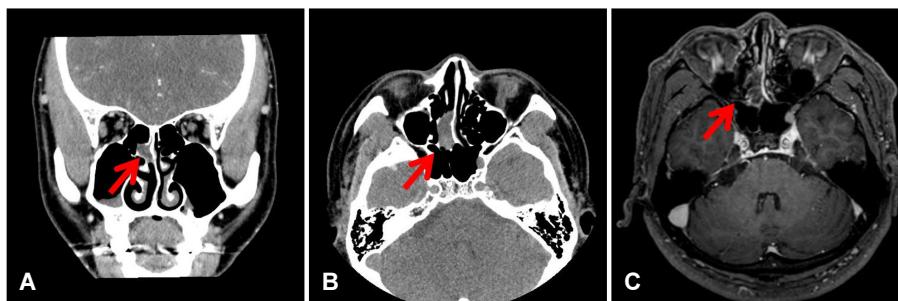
PNS (A) and brain CT (B) enhancement at 3rd bacterial meningitis. Nasal polyp (arrow) in right ethmoid sinus and inflammatory exudates in maxillary sinus were detected in both PNS and brain CT. Brain MRI (C) shows marginal mucosal enhancement in the nasal polyp. Both CT and MRI, there are no evidence of anatomical skull base defect and traumatic brain damage. PNS; paranasal sinus, CT; computed tomography, MRI; magnetic resonance imaging.
